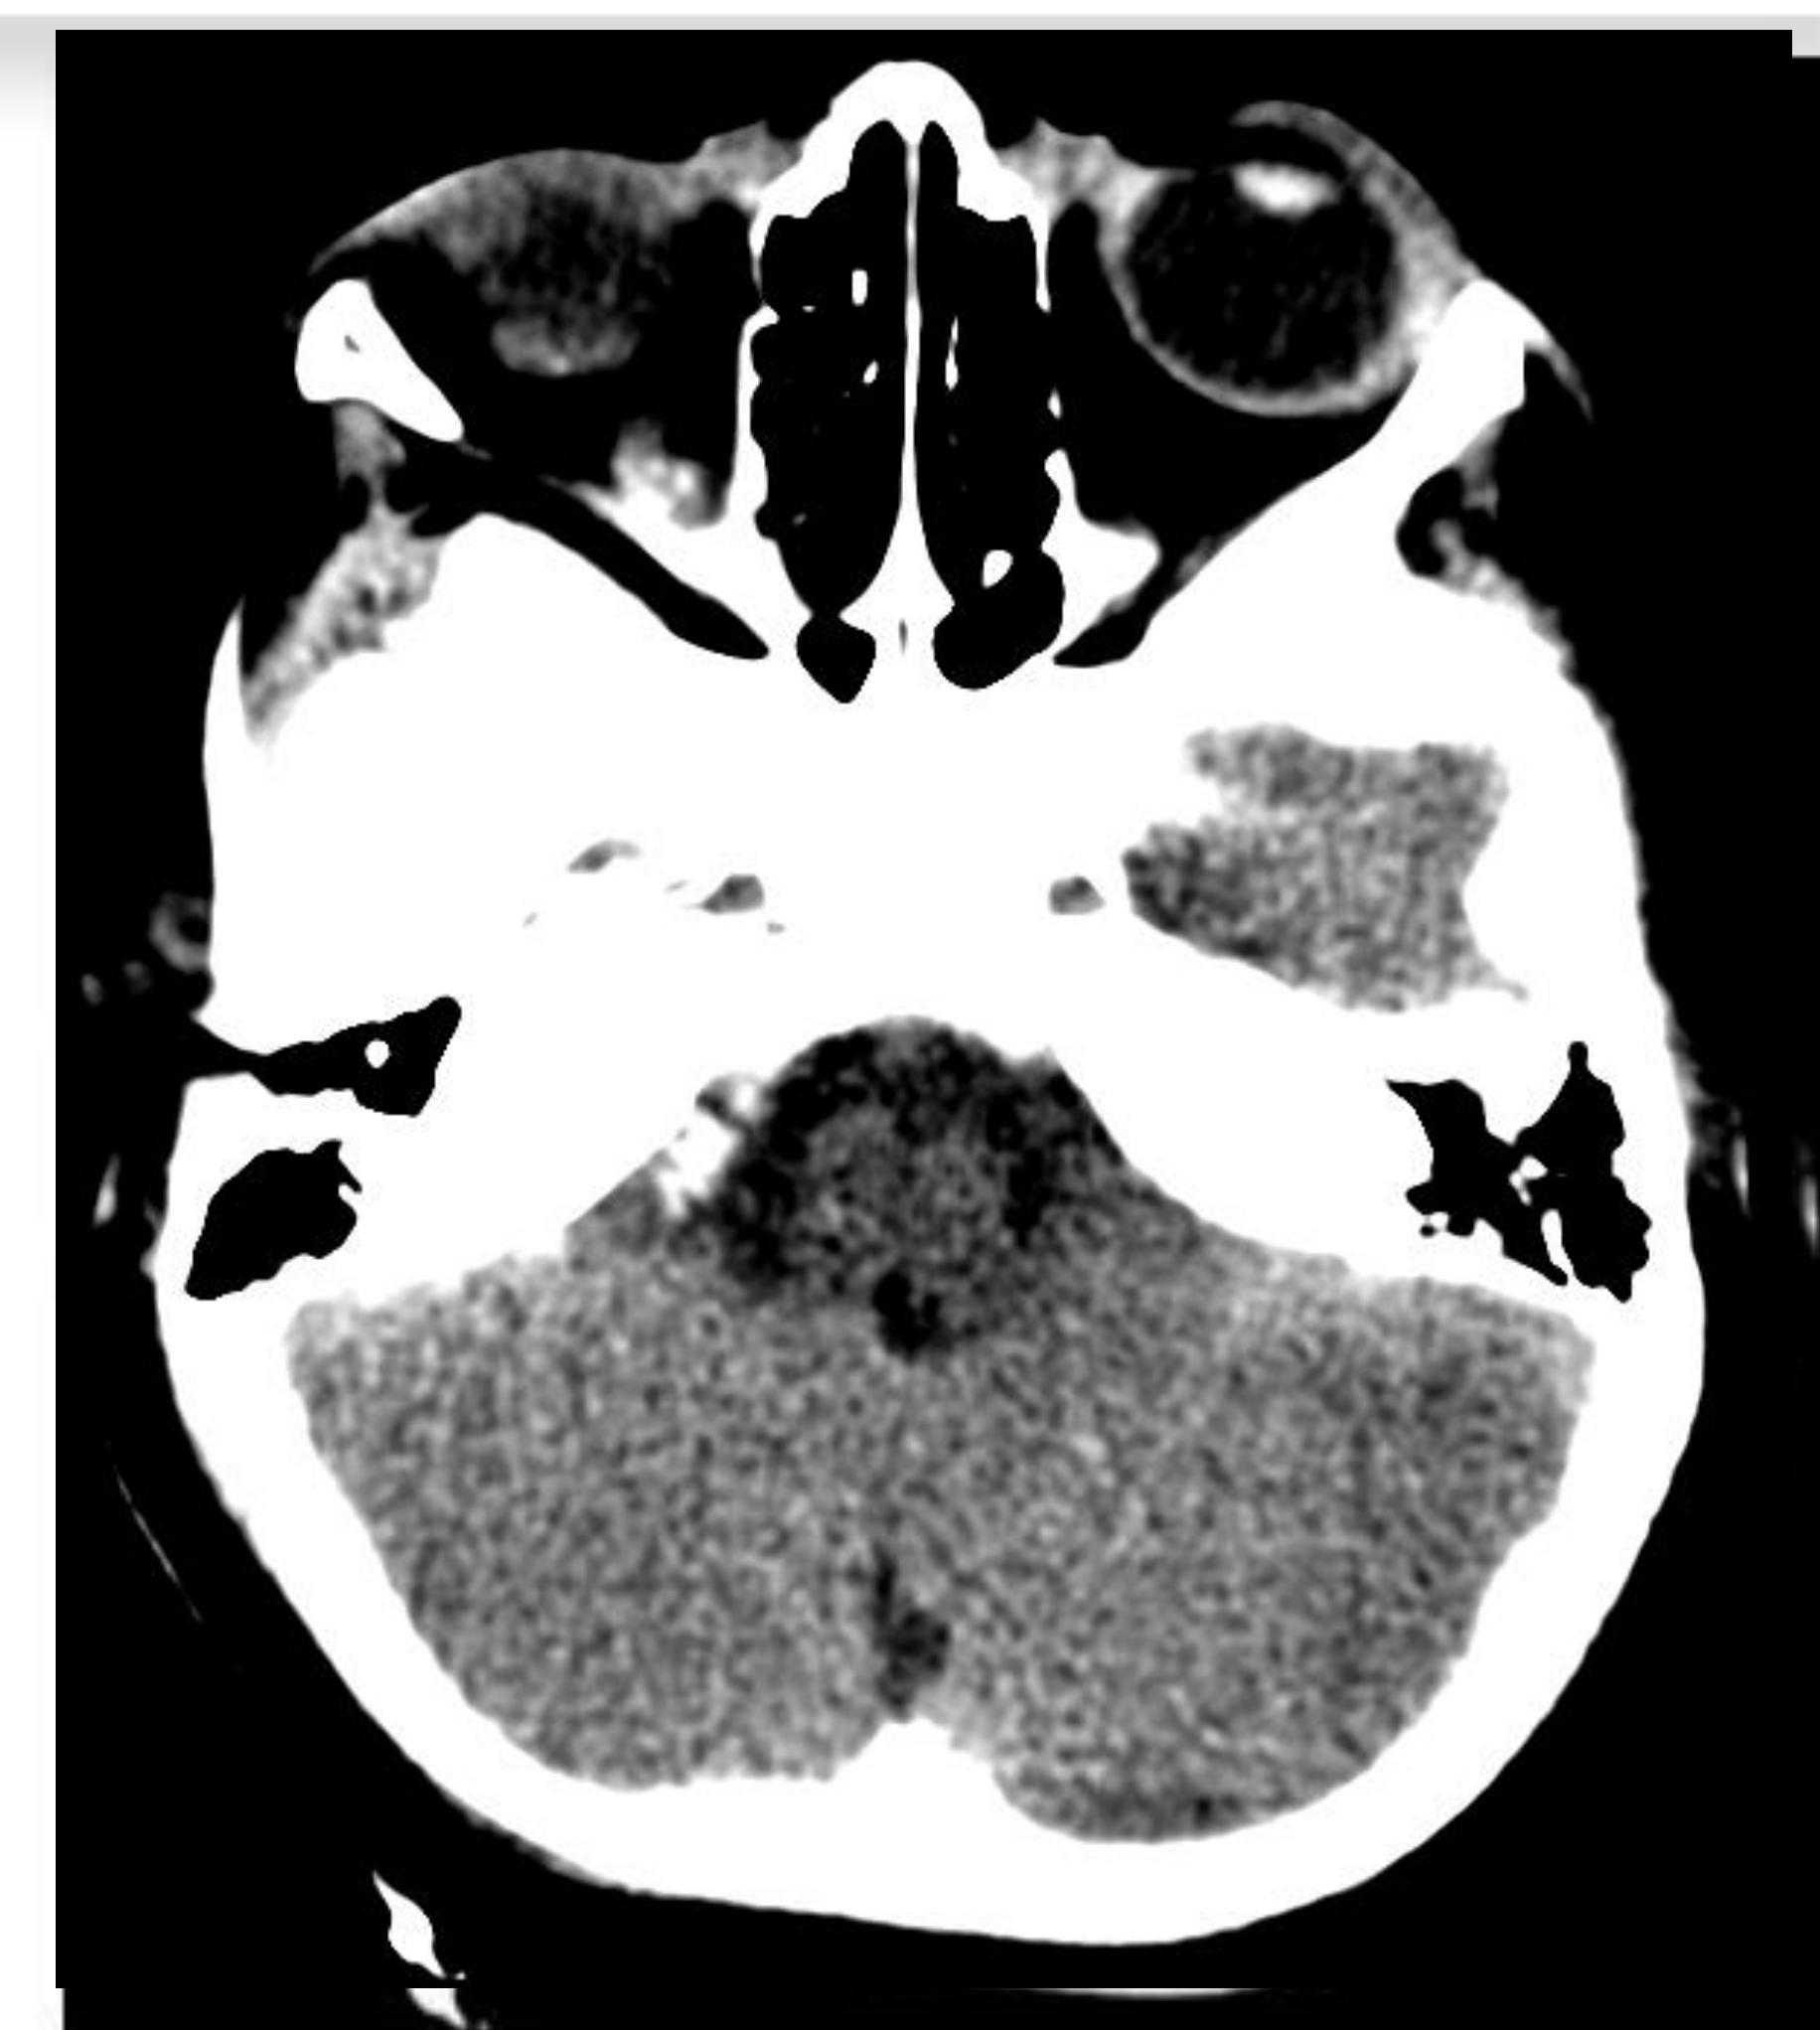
TC de cráneo sin contraste. Se aprecia pérdida de la diferenciación córtico-subcortical de manera generalizada. Se aprecia una aparente mayor hipodensidad cortical respecto a la sustancia blanca (falsa hemorragia subaracnoidea).
